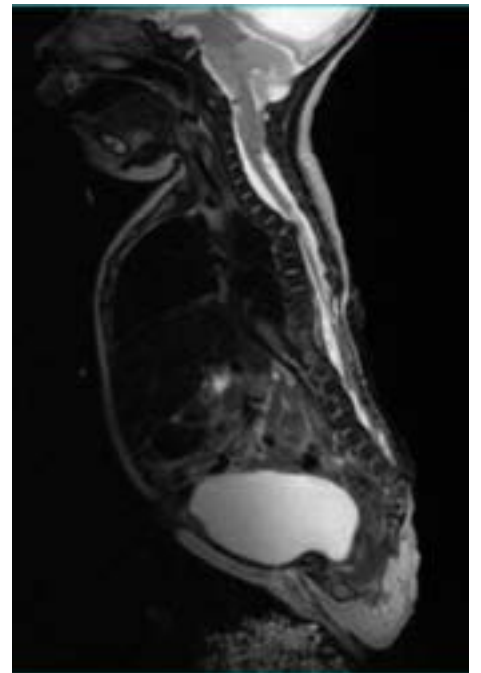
RMN de columna vertebral, que evidencia hemivertebra dorsal alta, se aprecia hiperintensidad de la médula adyacente.
